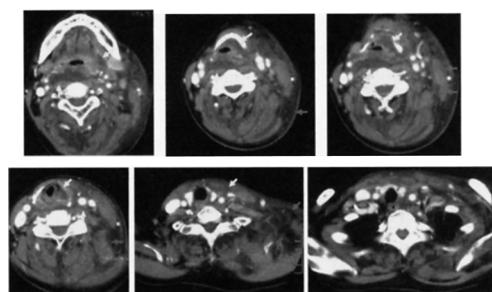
The CT scan before operation (case 2)
